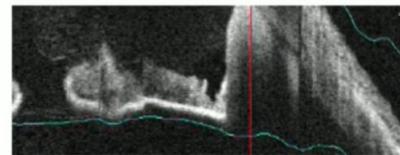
Comparaison d'une coupe d'échographie en mode UBM et une coupe OCT du segment antérieur d'un mélanome irido-ciliaire
